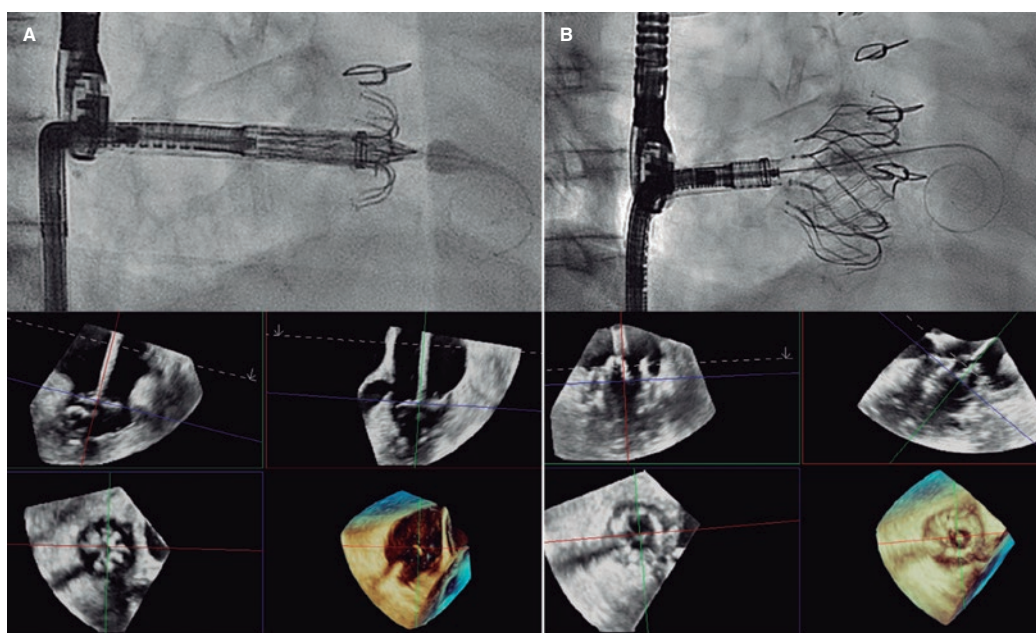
Implante de prótesis EVOQUE (Edwards Lifesciences, EE.UU.). A: se pueden valorar cada anclaje y su posición de captura con el velo mediante ecocardiograma tridimensional. B: resultado final, que es óptimo.
